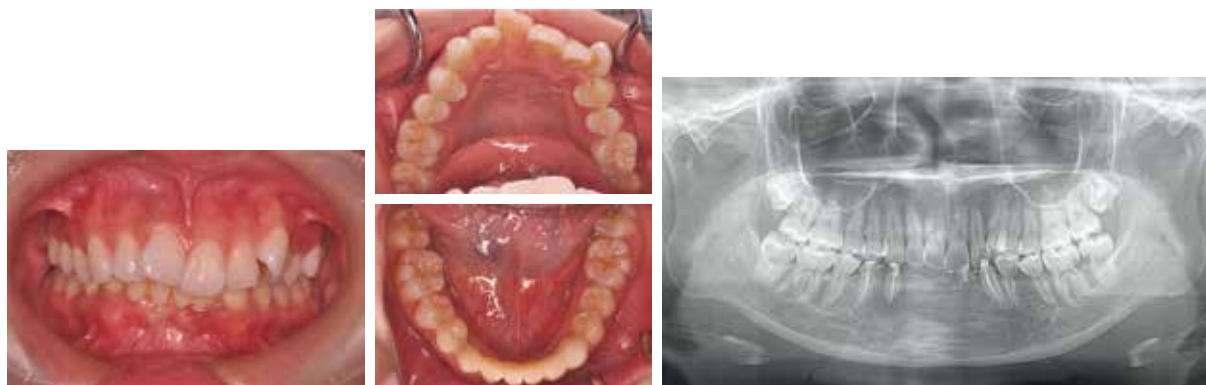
来院した20代女性の初診時の口腔内写真とパノラマX線画像
